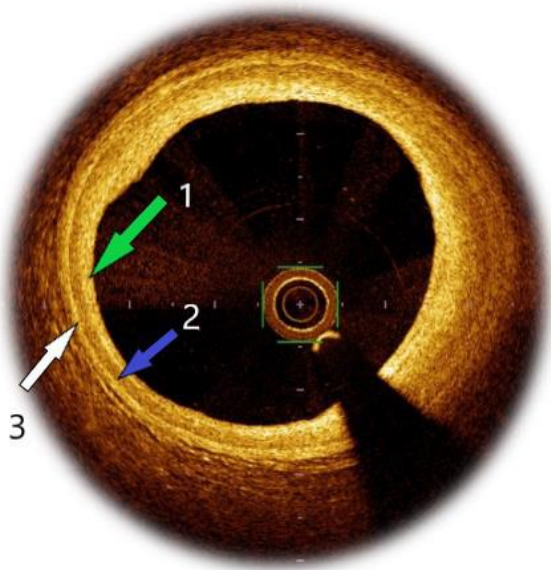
Оптическая когерентная томография, нормальный артериальный сосуд. 1- tunica intima, 2- tunica media, 3- adventicia.
